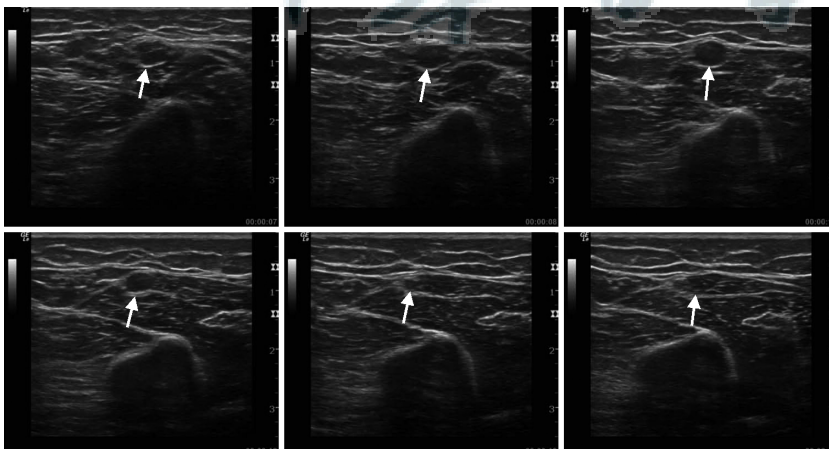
CIDP 尺神经从肘部至腋部的神经超声连续扫描图; 可见神经在部分节段明显增粗, 存在增粗程度不均一的现象
